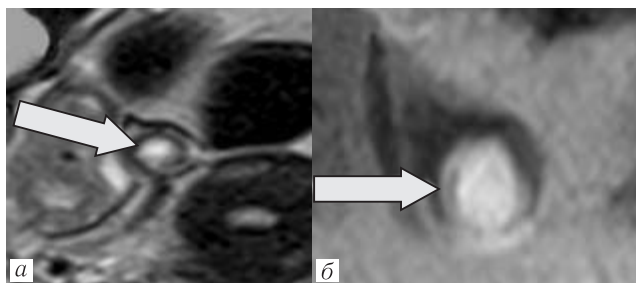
a* — пациентка Б., 38 лет. Прогрессирующая трубная беременность 5 недель. МРТ области малого таза. На Т2-ВИ в корональной плоскости в правой маточной трубе определяется гиперинтенсивная округлая полость плодного яйца, окруженная менее интенсивной равномерной по толщине оболочкой трофобласта — МР-паттерн 1 (стрелка); *б* — пациентка Ч., 28 лет. Прогрессирующая трубная беременность 6,5 недель. МРТ органов малого таза. На Т2-ВИ в корональной проекции в левой маточной трубе определяется гиперинтенсивная округлая полость плодного яйца, окруженная толстостенной неравномерной по толщине оболочкой трофобласта — МР-паттерн 2 (стрелка)
